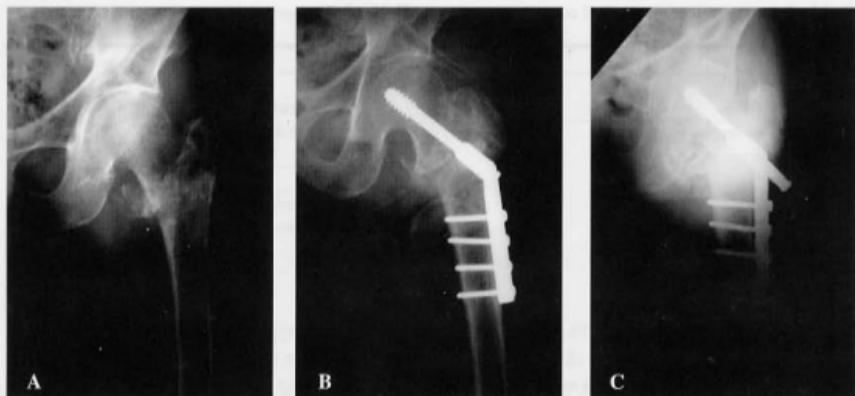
Preoperative AP radiograph of intertrochanteric fracture by slip down.
